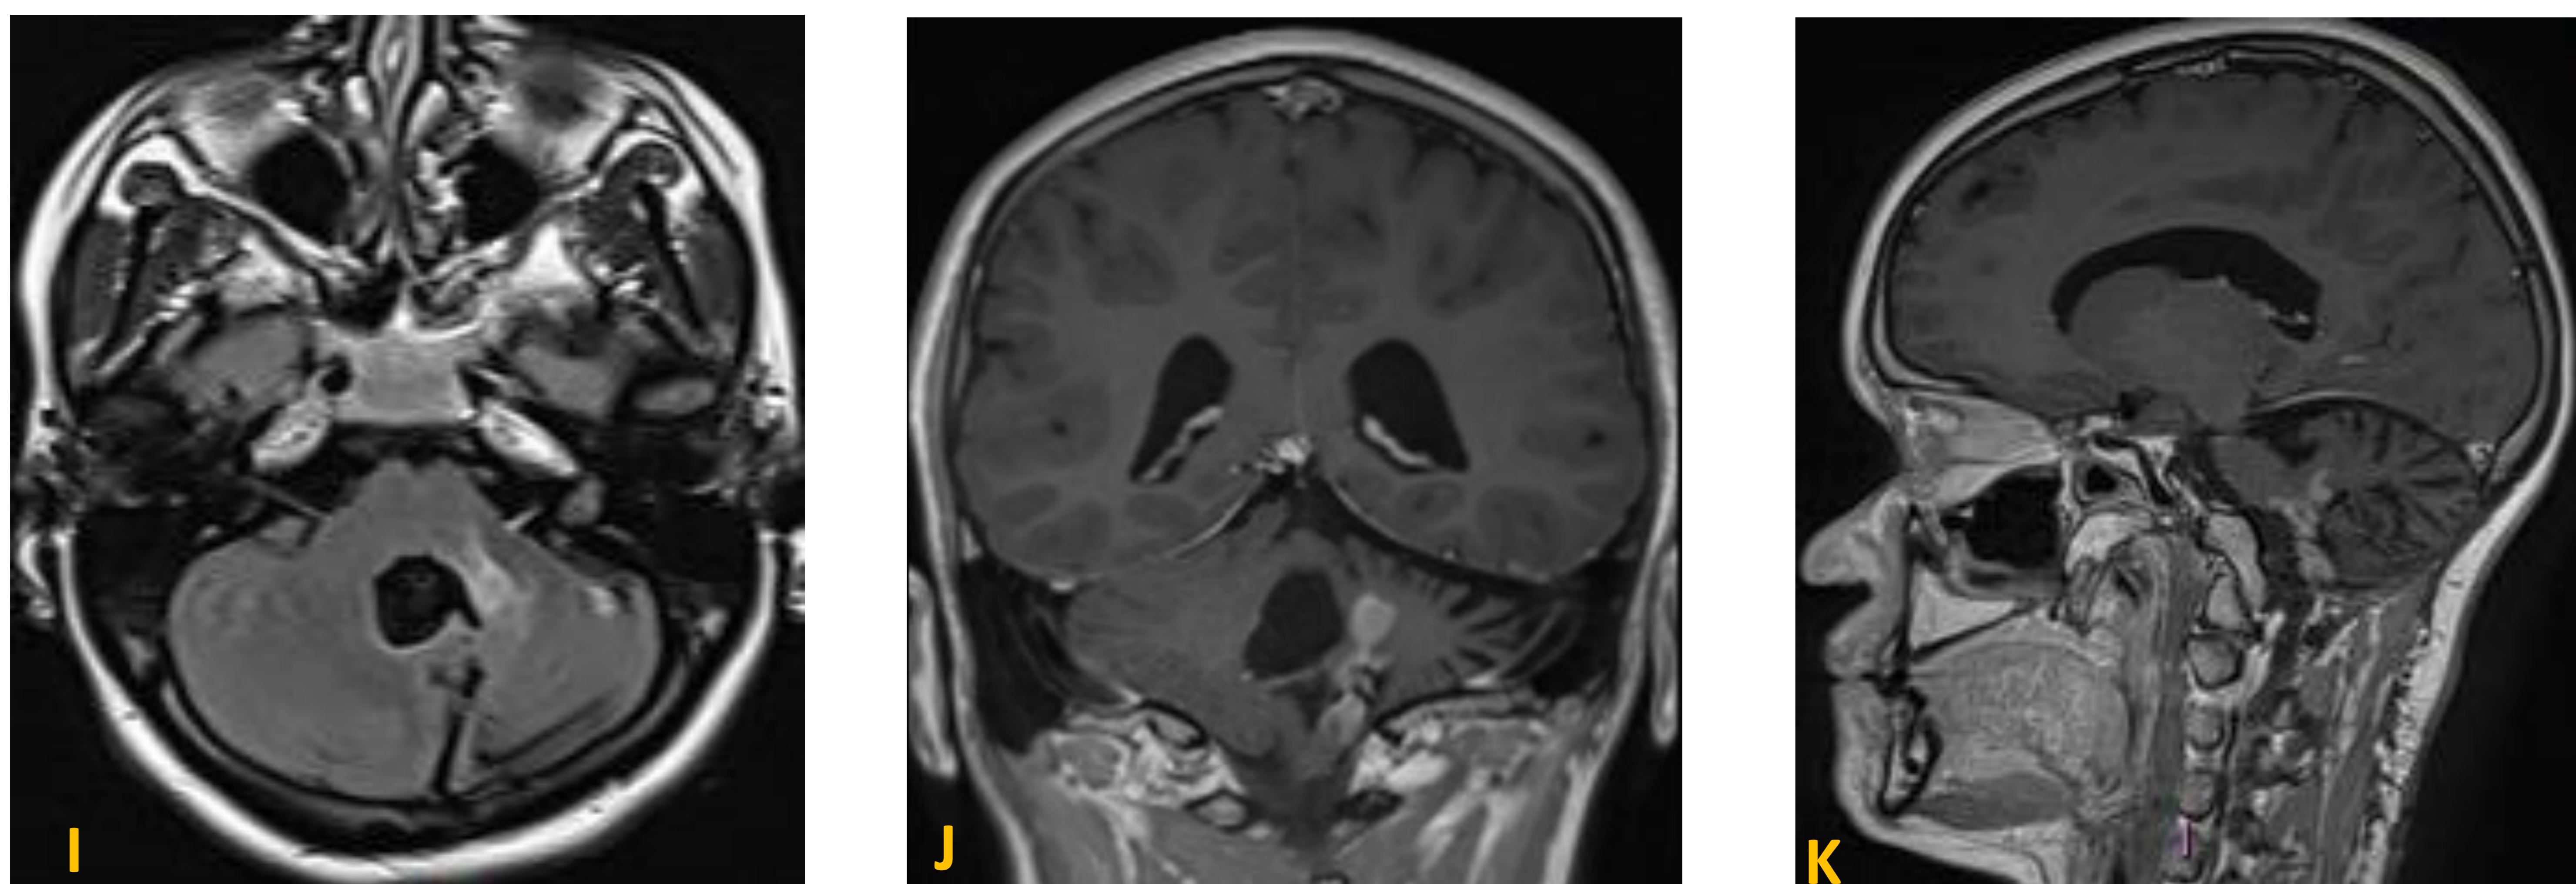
Secuencias FLAIR en plano axial (I) y secuencias T1 con contraste en planos coronal (J) y sagital (K). Estudio de control donde se observa resto tumoral en la región posterior e izquierda del tronco del encéfalo y el pedúnculo cerebeloso izquierdo.
